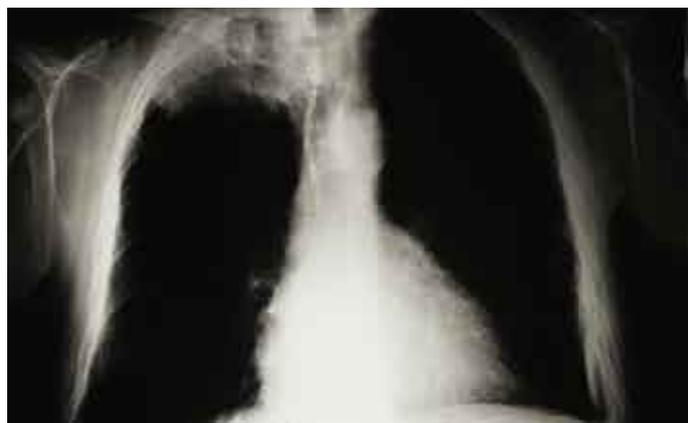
Radiografía de un paciente con un carcinoma pulmonar del lóbulo superior derecho (síndrome de Pancoast).
